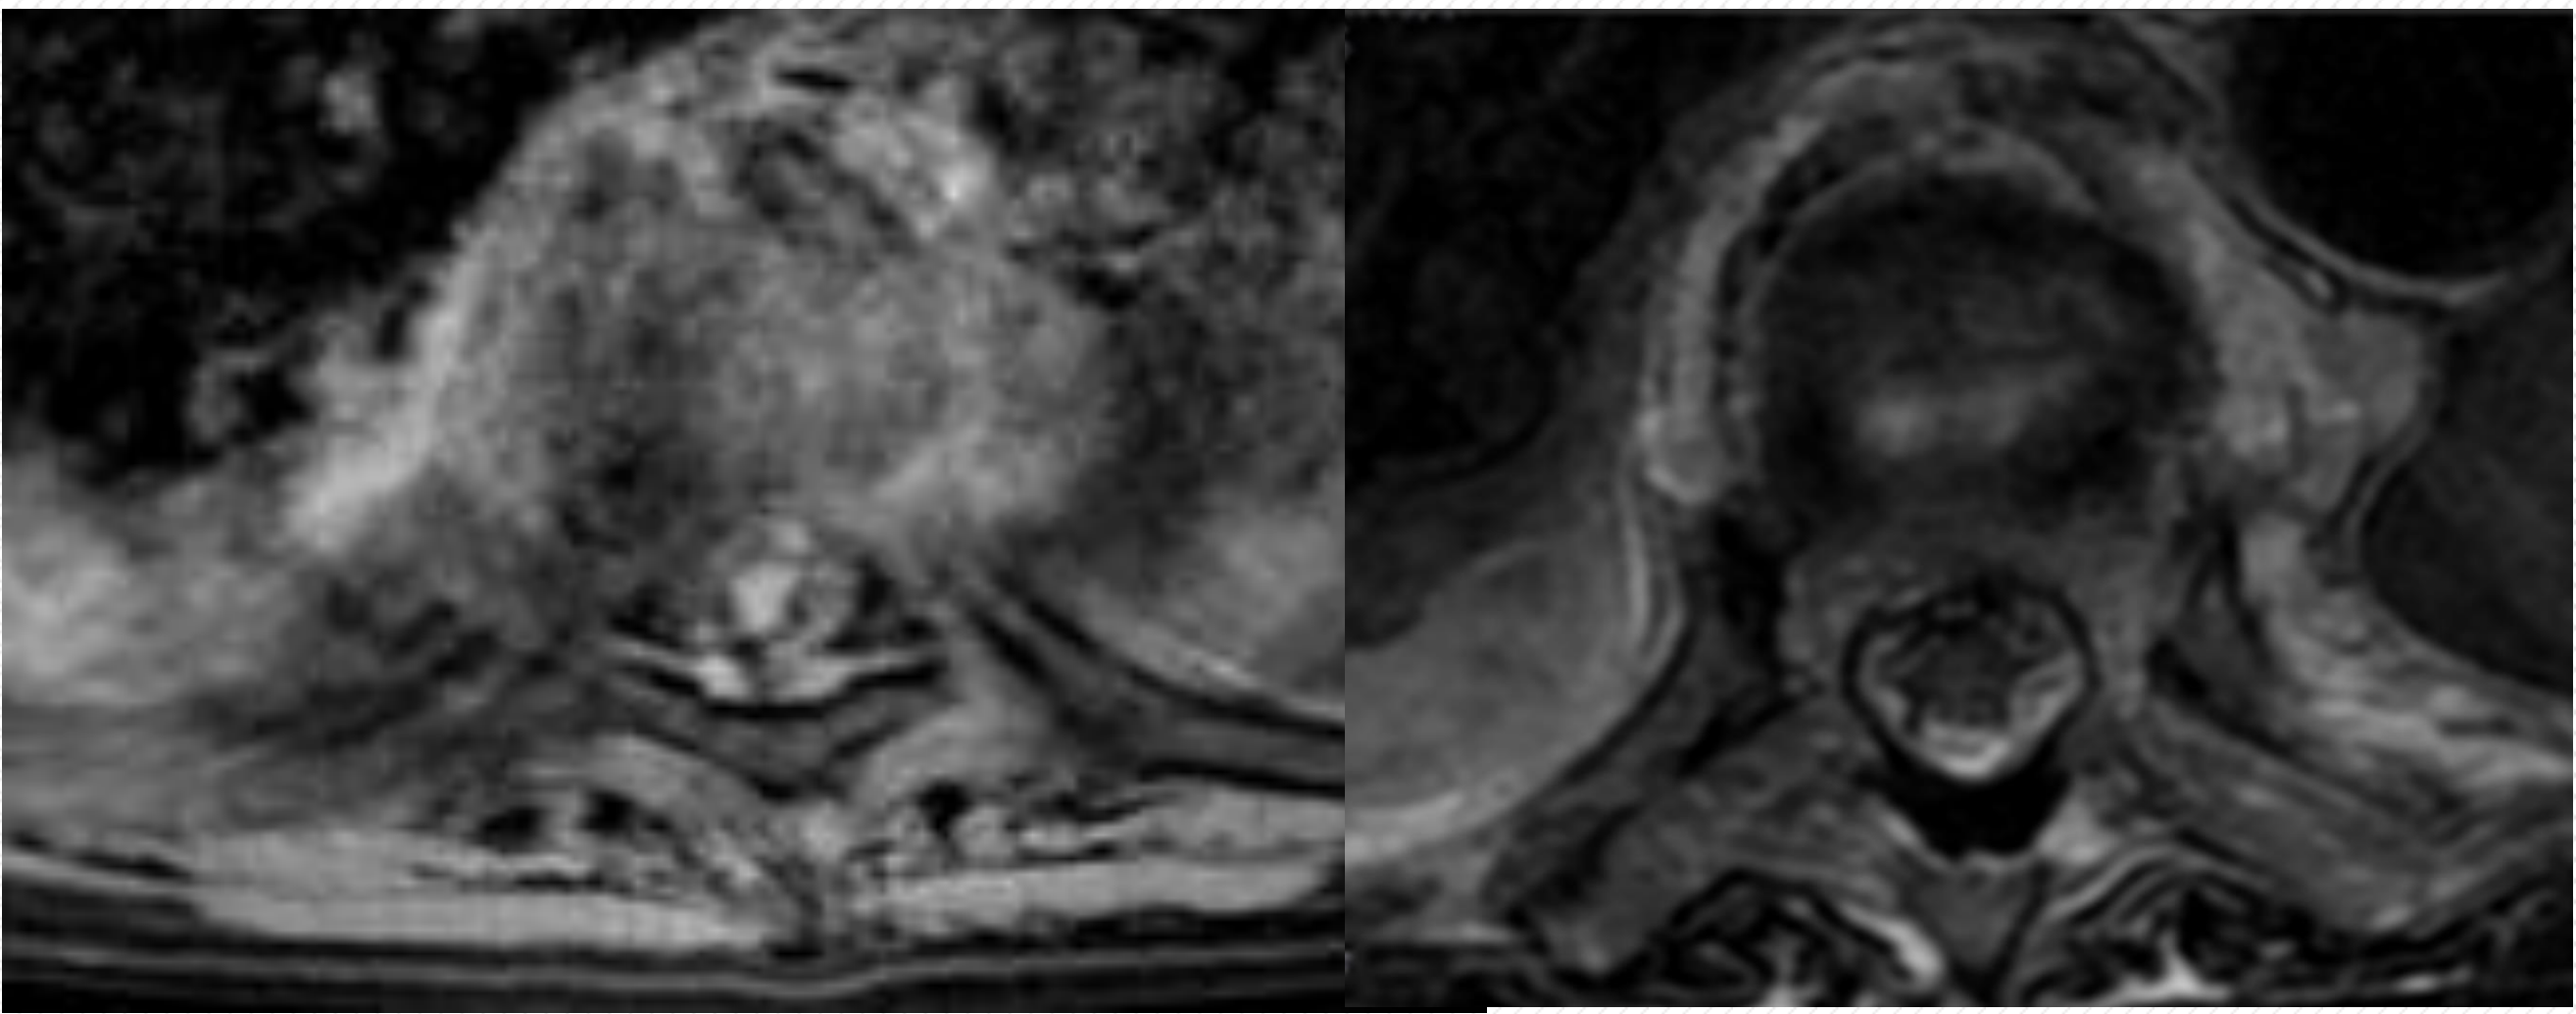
RMN corte axial, secuencia T1 y T2.
